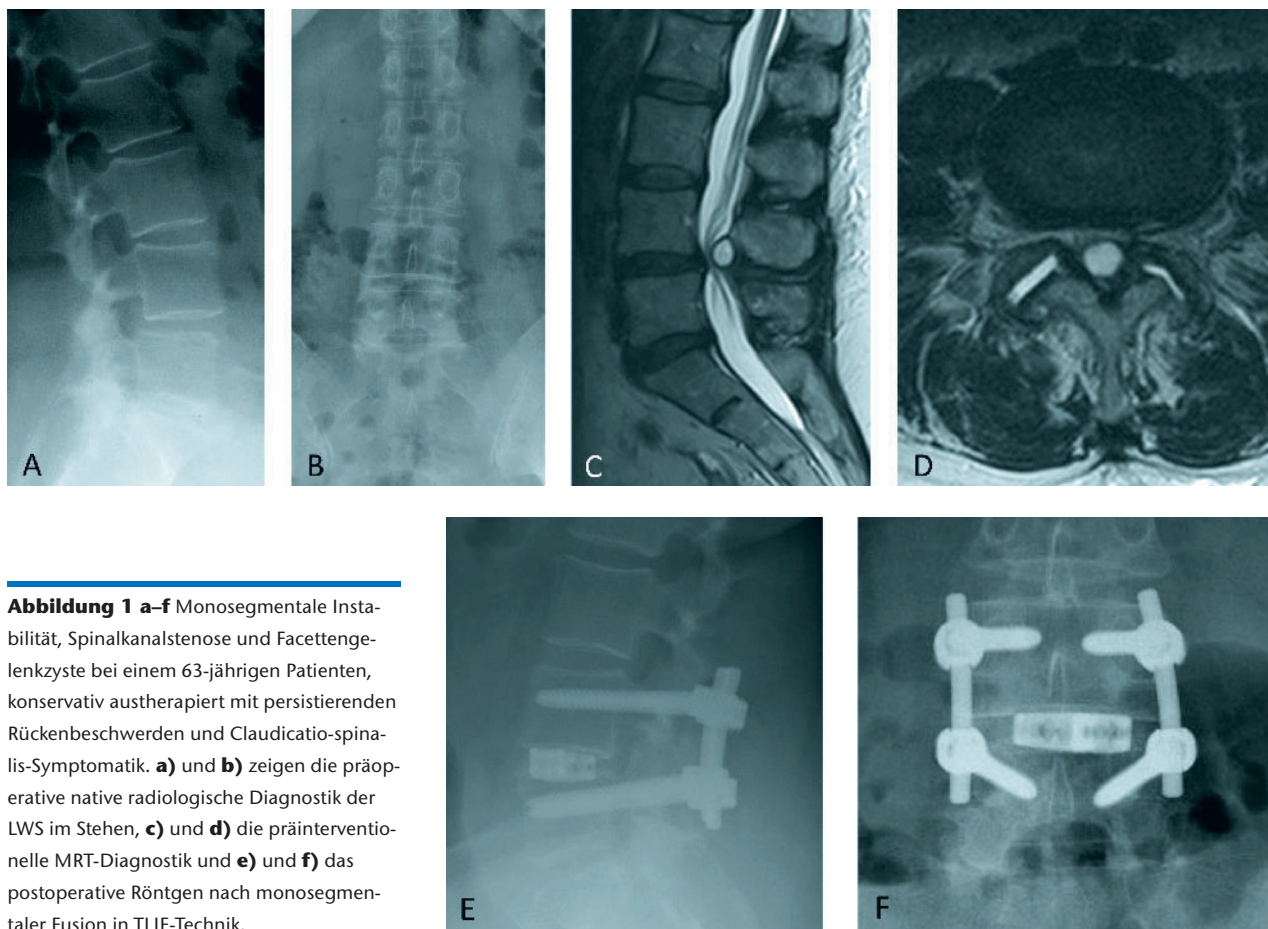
a–f Monosegmentale Instabilität, Spinalkanalstenose und Facettengelenkzyste bei einem 63-jährigen Patienten, konservativ austherapiert mit persistierenden Rückenbeschwerden und Claudicatio-spinalis-Symptomatik. a) und b) zeigen die präoperative native radiologische Diagnostik der LWS im Stehen, c) und d) die präinterventionelle MRT-Diagnostik und e) und f) das postoperative Röntgen nach monosegmentaler Fusion in TLIF-Technik.
